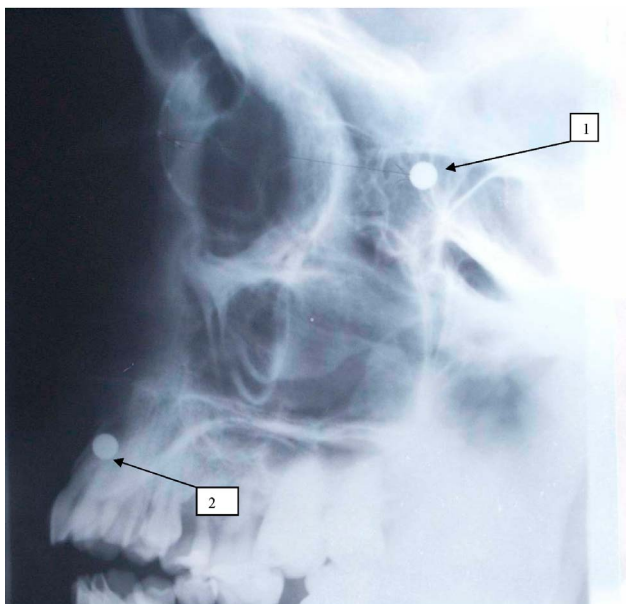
Рентгенограмма В. в боковой проекции в 2003 г. в области лицевого черепа с инородными предметами правильной округлой формы в области левой орбиты (стрелка 1) и верхней челюсти (стрелка 2)
